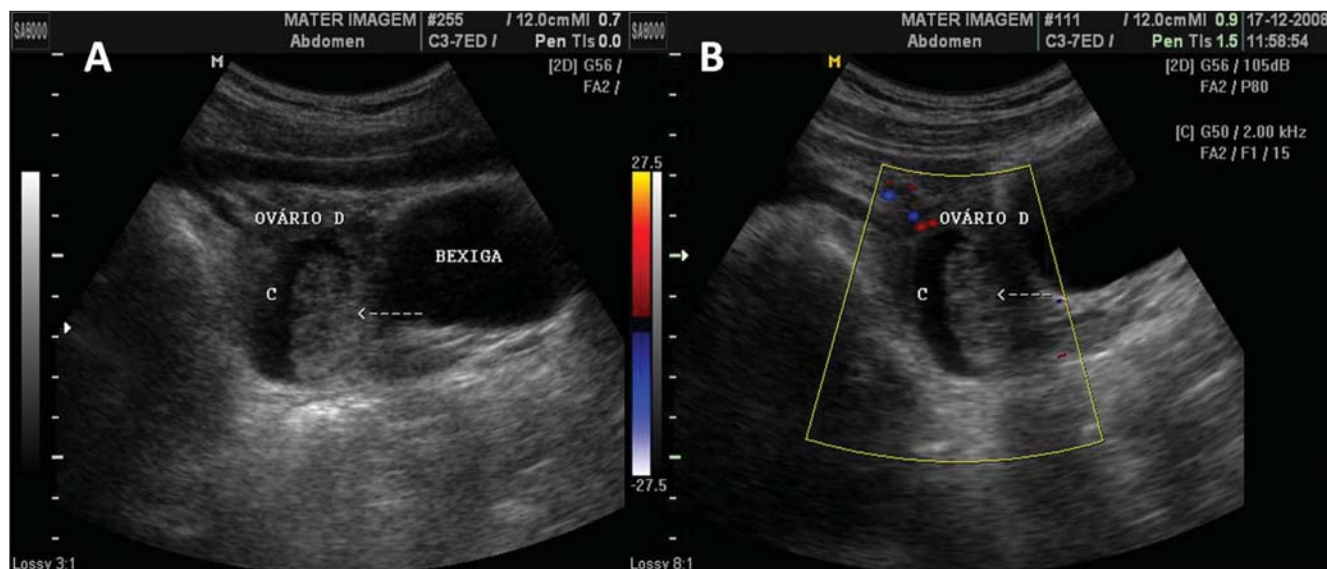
Coágulo em cisto hemorrágico. A,B: Cisto hemorrágico (C) com massa de ecogenicidade heterogênea em seu interior, compatível com coágulo retraído (seta interrompida) em ovário direito, à ultrassonografia abdominal. B: O uso do Doppler colorido, na mesma paciente, descarta vascularização no interior da massa (seta interrompida), ajudando na caracterização do coágulo.
